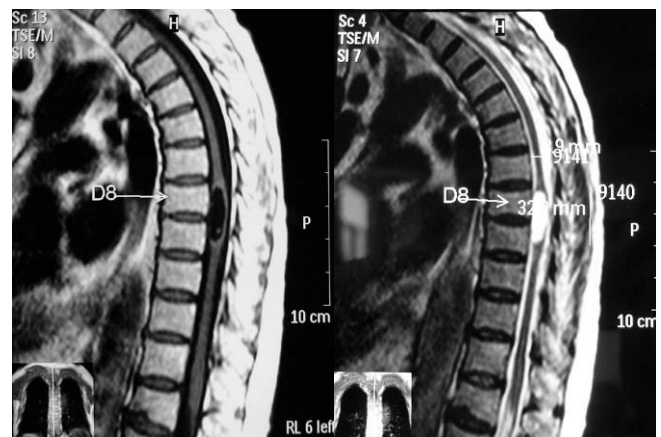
RM de columna dorsal, secuencias T1 T2, donde se observa la presencia de un quiste de cisticercos intraependimario con escólex visible a nivel D8-D9.
